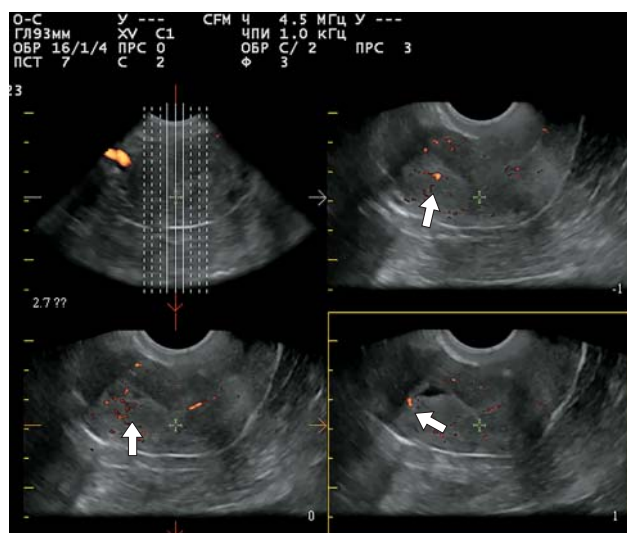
Ультразвуковые томограммы. Инвазия в миометрий у пациентки с раком эндометрия II стадии (FIGO). Ультразвуковая томография позволяет задать глубину среза и послойно оценивать глубину инвазии. Опухоль эндометрия отмечена стрелкой.
